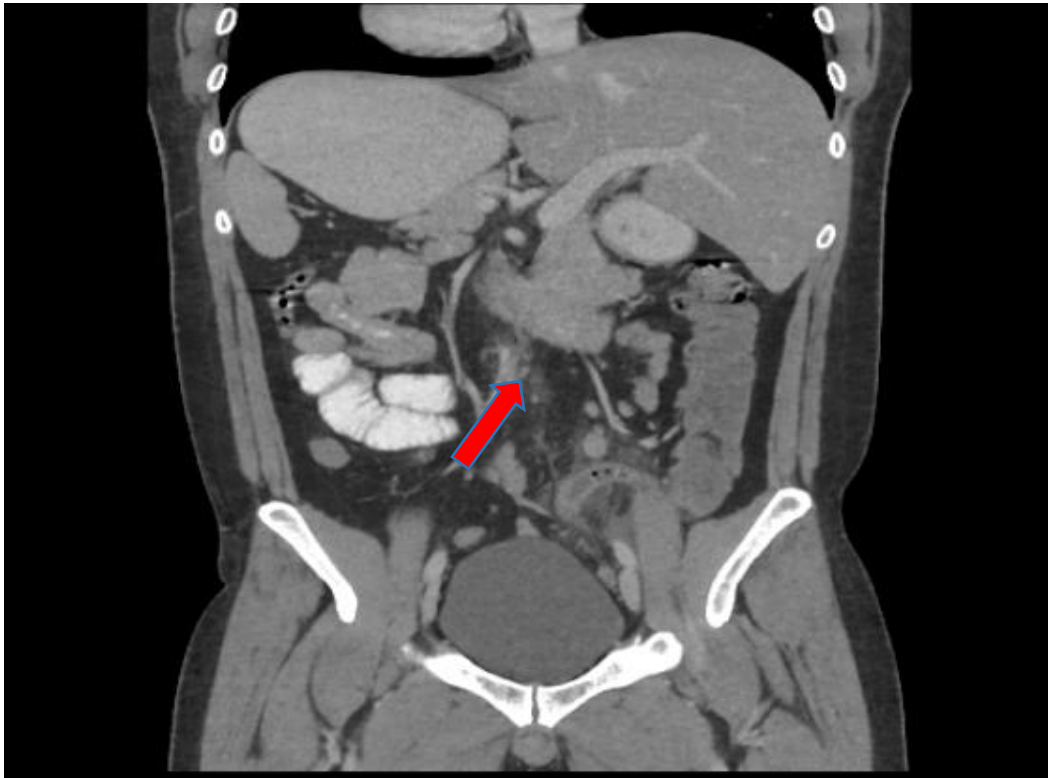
КТ - картина острого аппендицита.
